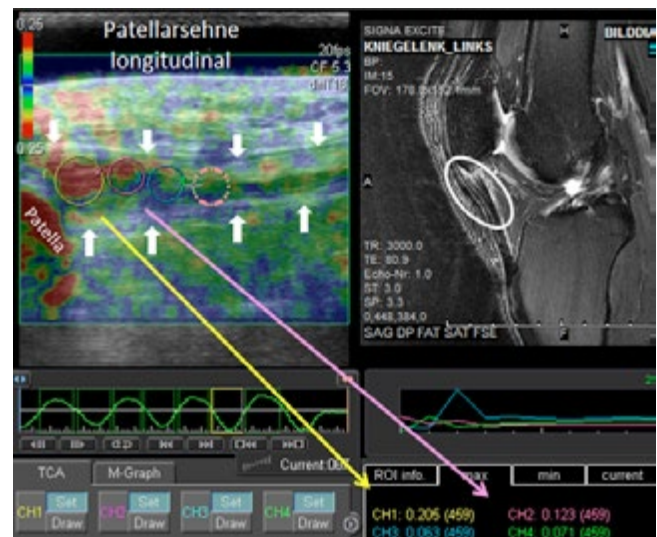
TDI-Elastosonogramm eines Jumper's knee. Verdickte Sehnenkontur zwischen den weissen Pfeilen. Proximal-ventral am Ursprung des Lig. patellae gelb und violett markierte ROI mit pathologischen Strainscores. Im Bild rechts zum Vergleich der entsprechende MRI-Schnitt (weisses Oval).
